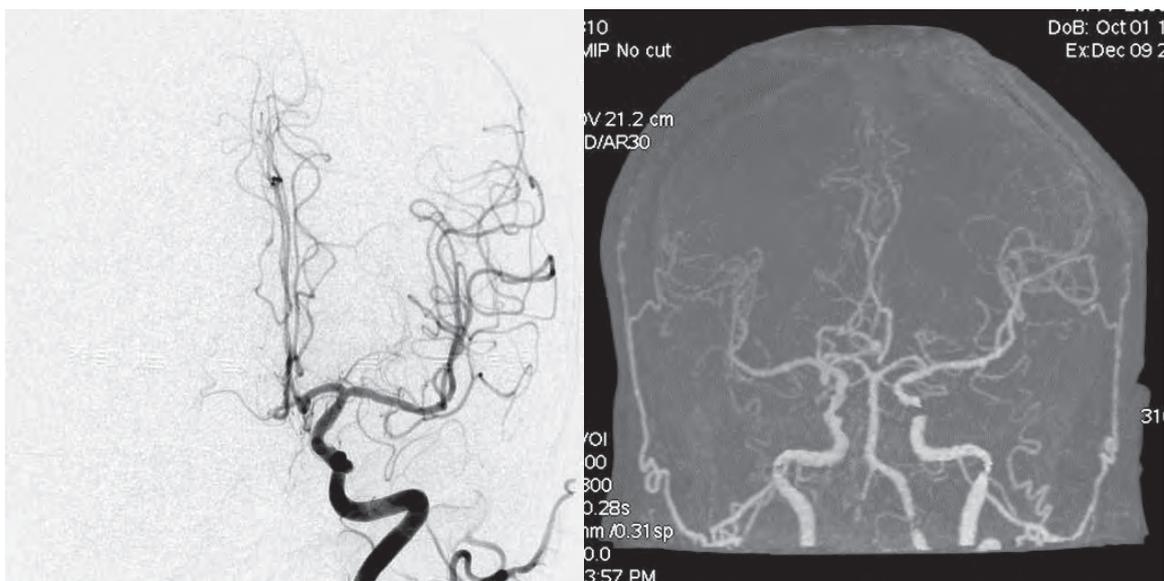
左：脳血管撮影 (DSA、タウン像)。右：4D-CTA 像 (正面像)
